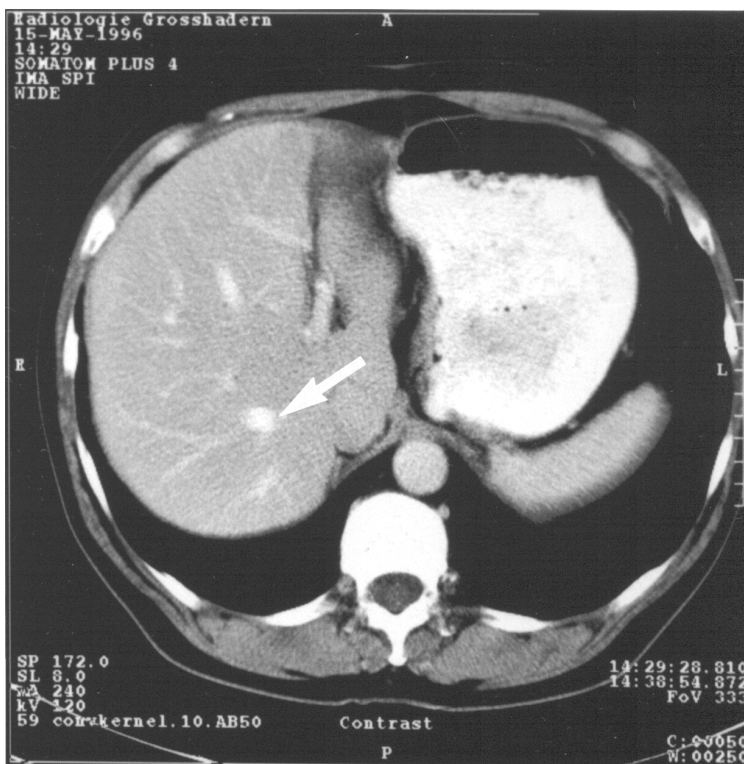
Computertomographischer Nachweis einer hyperdensen Leberläsion (1-2 cm) in der portalvenösen Phase (weißer Pfeil)
